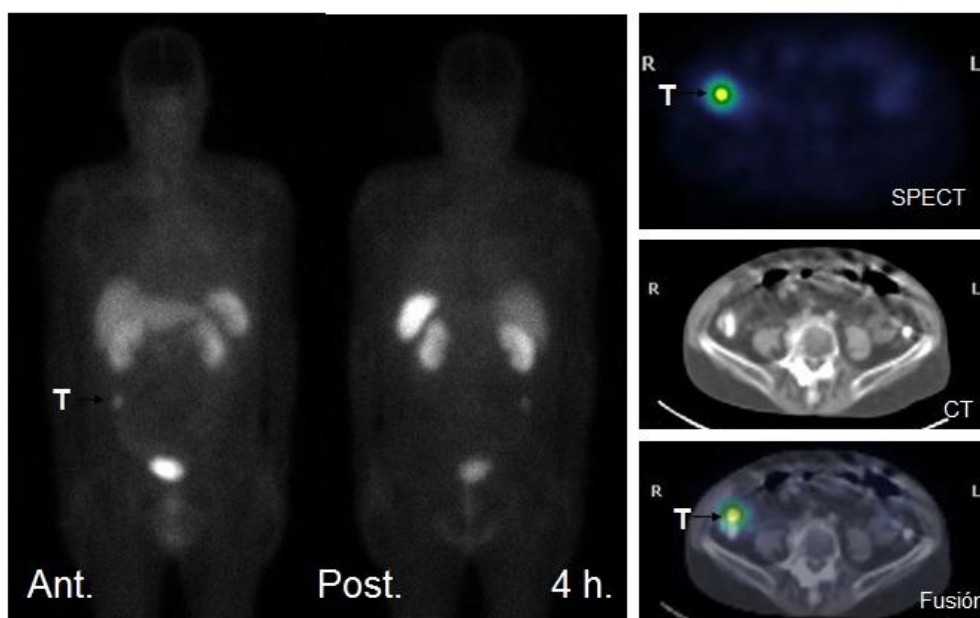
GRS marcado con ¹¹¹In. Tumor carcinoide intestinal. Estudio de fusión SPECT/TC. Cortesía de la Unidad Clínica de Medicina Nuclear de Aragón.
